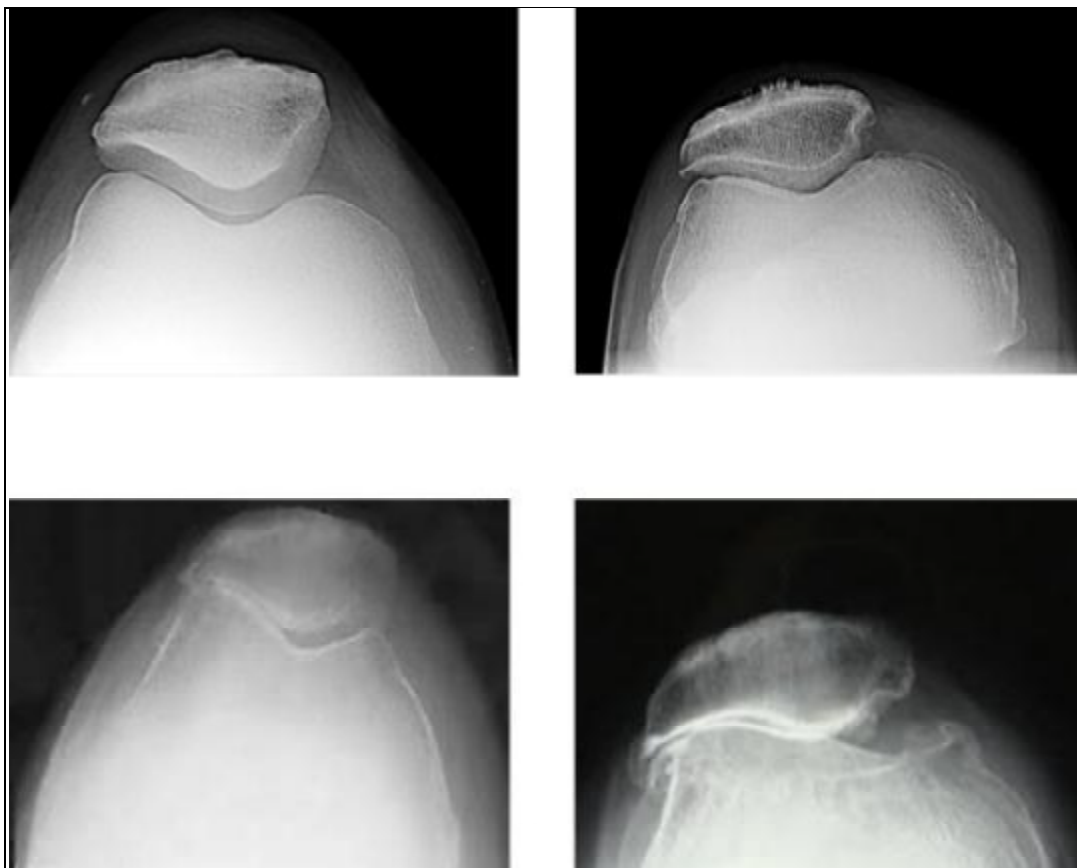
Stades Iwano sur radiographies de défilé fémoro-patellaire à 30°
